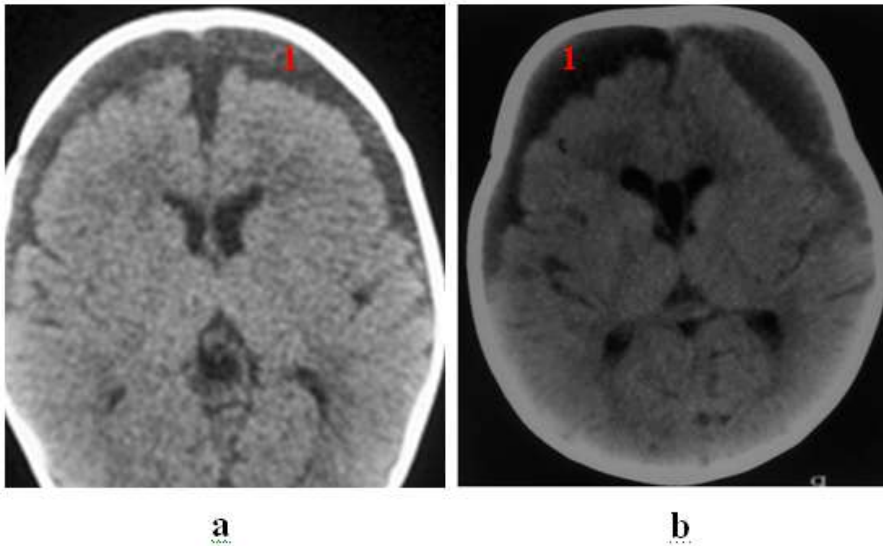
Hygrome sous dural bilatéral à la TDM
